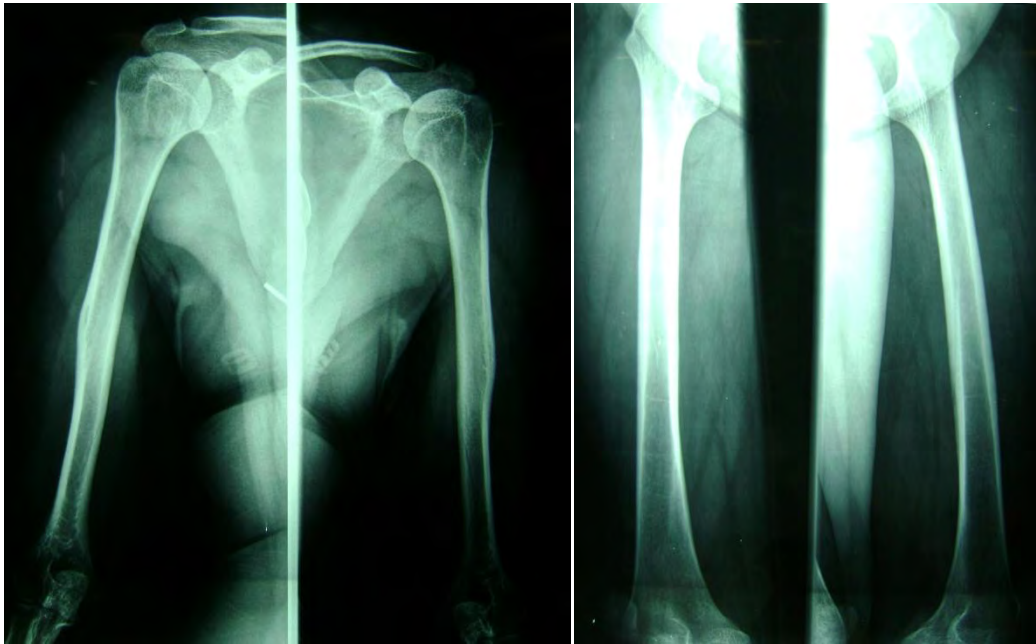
Radiografías de huesos largos de la paciente 2 de la familia 1, ella y todos los hermanos presentan engrosamiento de la cortical y abombamiento a nivel de diáfisis de humeros.
